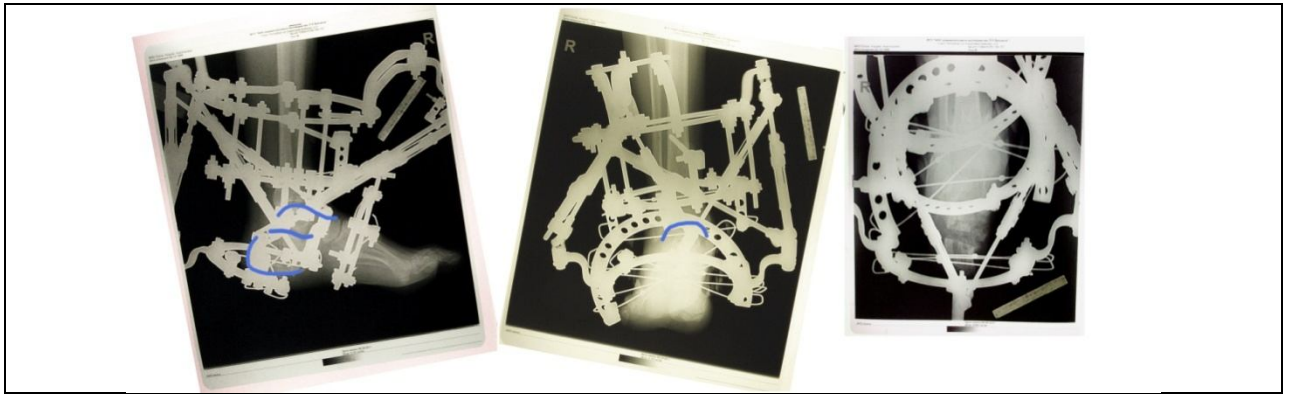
Определение щели голеностопного сустава на рентгенограммах в прямой и боковой проекциях
